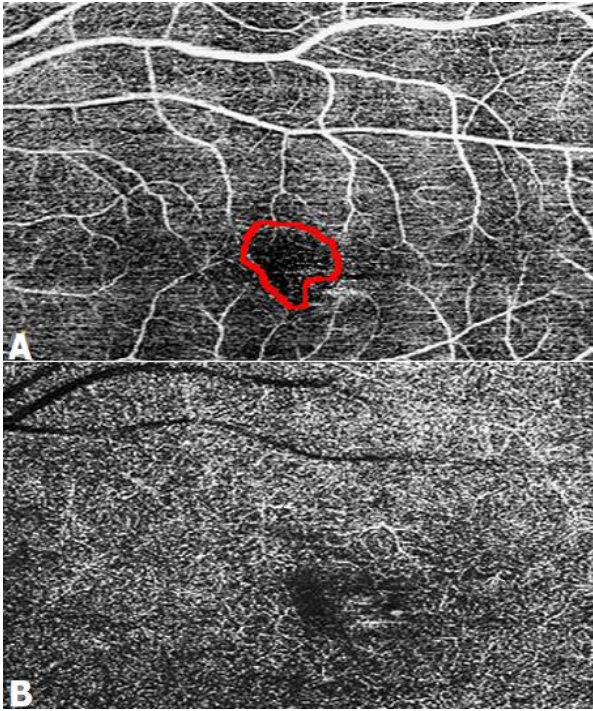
la tomographie par cohérence optique maculaire angiographie 6x6mm de l'OG: élargissement et irrégularité de la zone avasculaire centrale plus visible au niveau du plexus superficiel (A) que profond (B)
